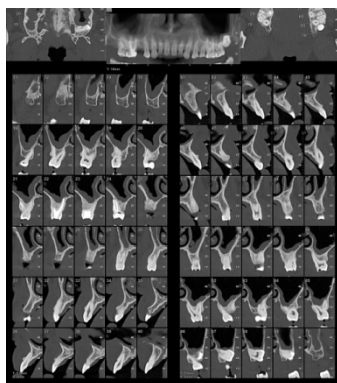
Estudio mediante CBCT. Engrosamiento de la membrana sinusal derecha.
